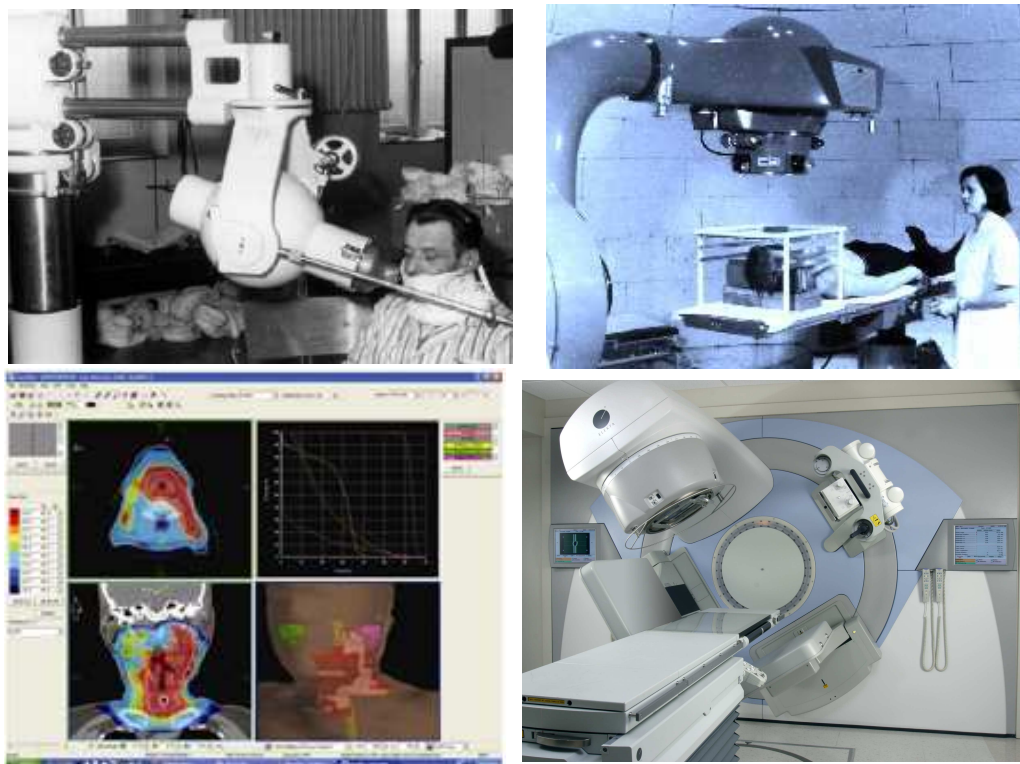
En haut à gauche, irradiation d'une tumeur du larynx, dans les années 50, au moyen d'une "bombe" de radium (Institut du Cancer à Louvain) ; En haut à droite, télécobalthérapie dans les années 60 (Centre Baclesse, Caen) ; En bas à gauche, plan de traitement « tête et cou » en IMRT sur une station Xio[®] (CMS) ; En bas à droite, plateforme du Synergy[®] avec le Cone Beam CT (2003, Elekta).
